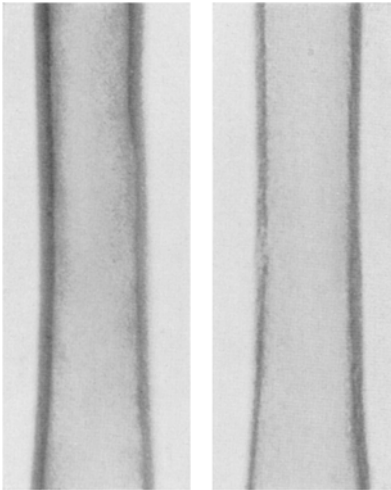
Röntgenbild des Oberarmschafes des Vergleichstieres 30 (links) und des Versuchstieres 52 (rechts).  $3\frac{1}{2}$ -fache Vergrößerung.
